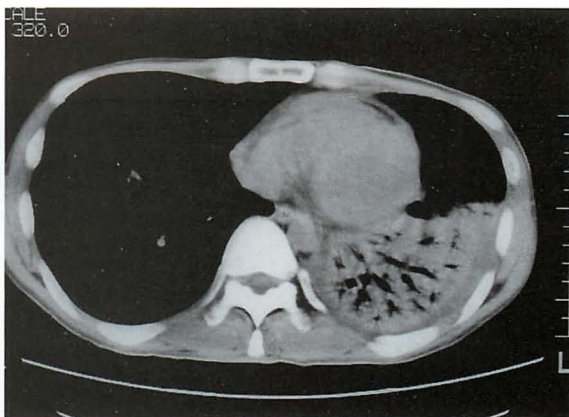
2 weeks later, CT of the chest
